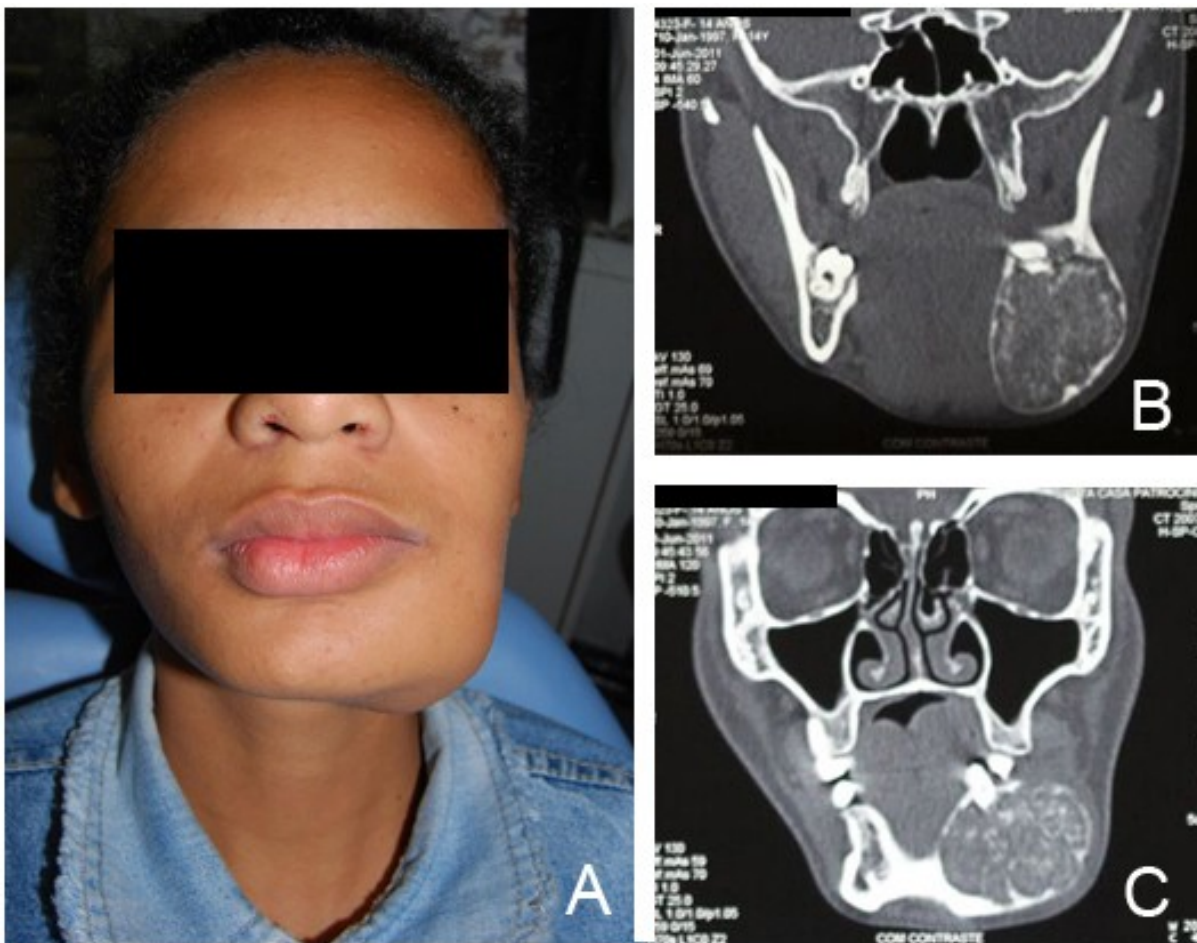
(A) Fotografia extra-oral inicial evidenciando aumento de volume e assimetria facial do lado esquerdo da mandíbula. (B) e (C) Corte Coronal de tomografia computadorizada percebe-se uma lesão com estrutura interna mista e bem delimitada, com afinamento das corticais e fenestrações diversas.
